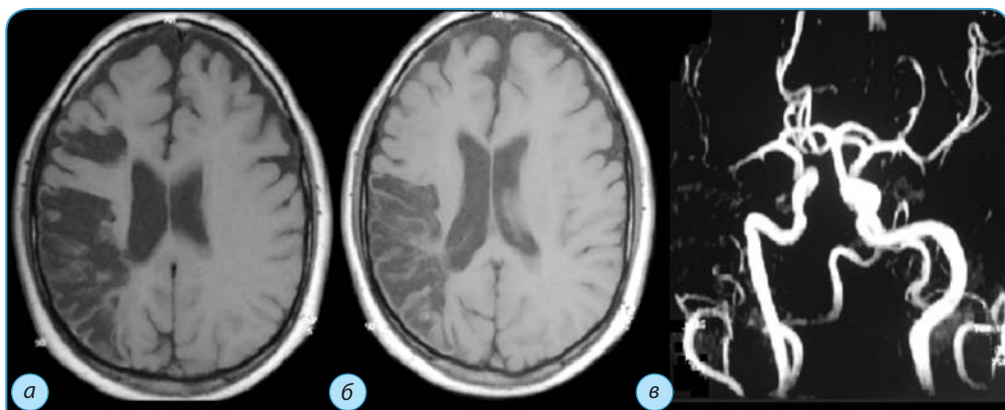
МРТ головного мозга больного Н., 57 лет (а–б — Т1-ВИ, в — МР-ангиография)
